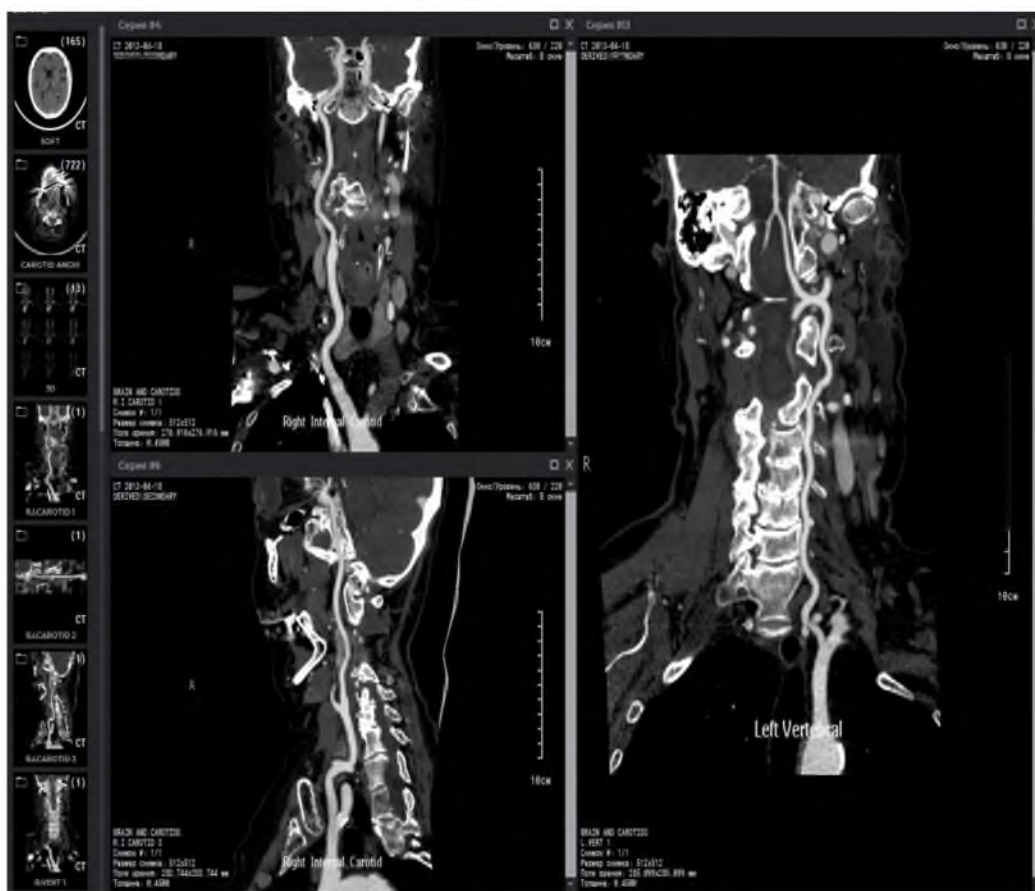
КТ- ангиограмма БЦА
